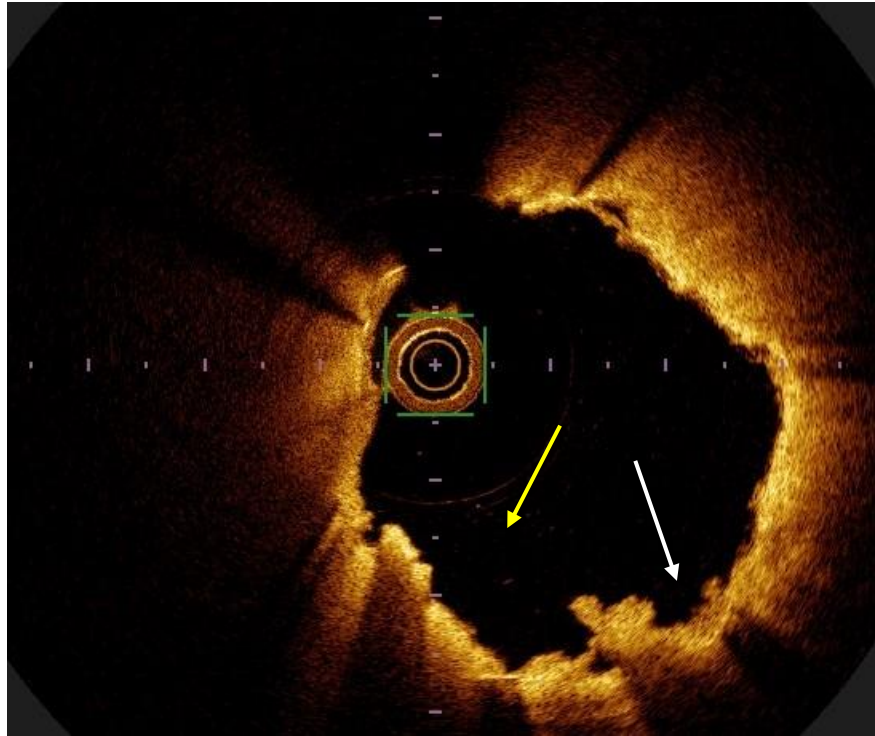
Изображение тромбоцитарного тромба (справа) и эритроцитарного тромба (слева), полученного при помощи оптической когерентной томографии (собственные данные)
